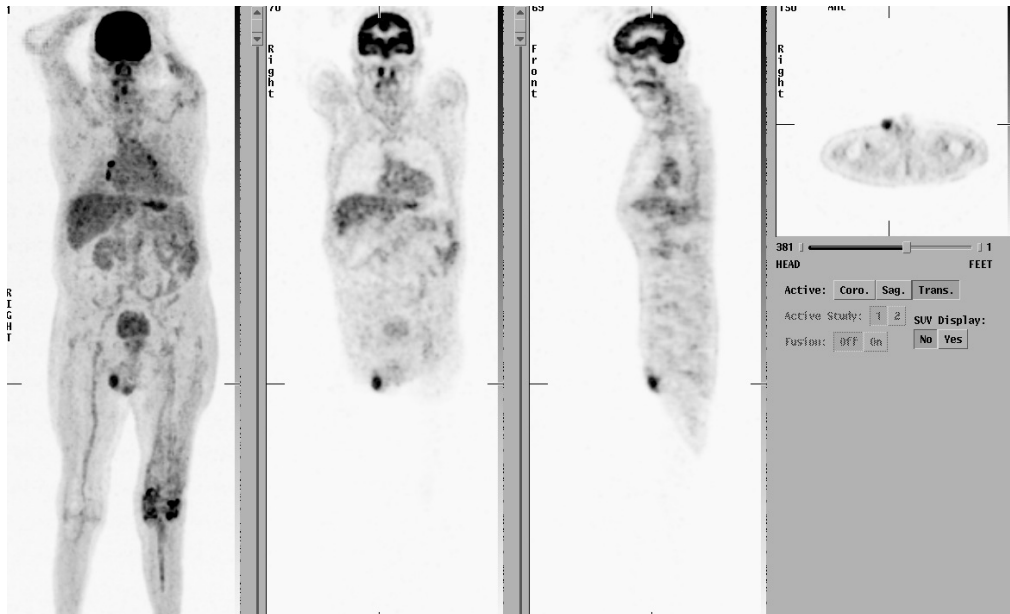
Beispiel für eine „benigne“ Speicherung von FDG im Hoden in allen Ebenen
